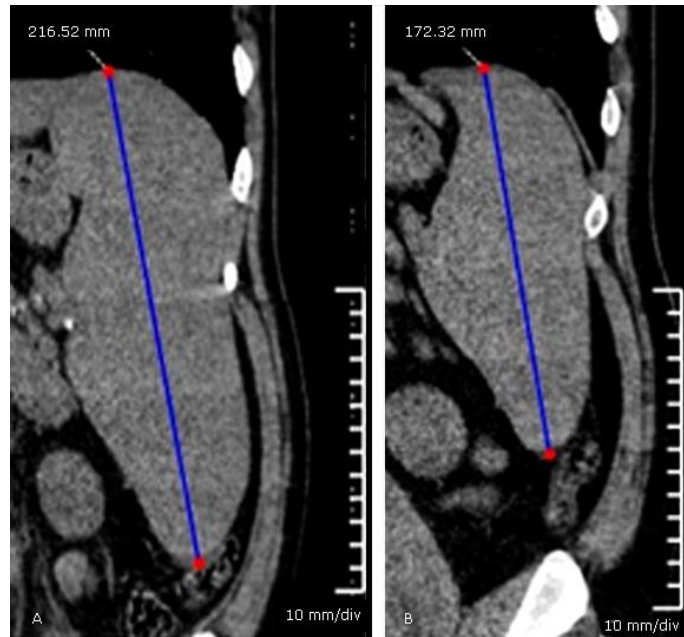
Longitud del eje esplénico cefalocaudal en vista coronal de la tomografía axial computarizada inicial (1) y 3 meses después de iniciado el tratamiento antimicótico (2).
